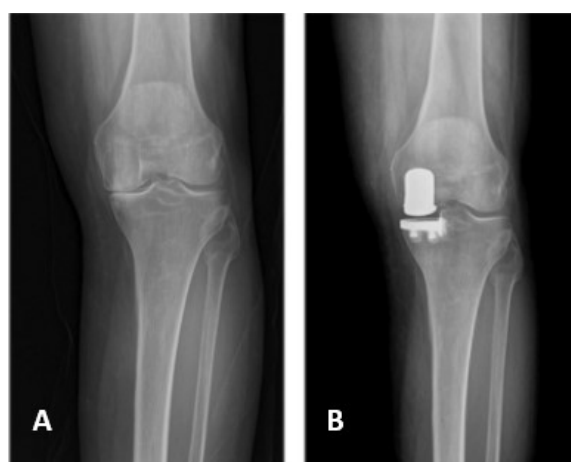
(A) Radiografia AP pre-operatoria del ginocchio sinistro che mostra artrosi monocompartimentale mediale. (B) Radiografia AP del ginocchio sinistro dopo impianto di protesi monocompartimentale (follow-up a 8 anni). Tratta da Purcell, K. F., Stronach, B. M., Almand, M. G., Parsell, D., Pickering, T., Mehrle, R. K., Winkler, C., & Almand, J. D. (2021). Unicompartmental Knee Arthroplasty Is Not Associated With Increased Revision Rates in Obese Patients. *Arthroplasty today*, 10, 12–17.
